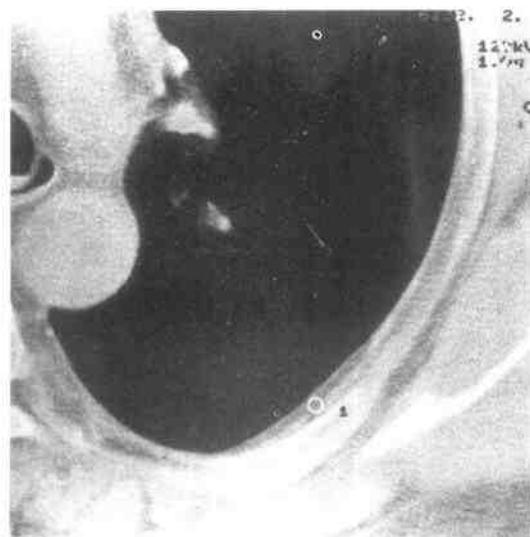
图 13-37 同例之 CT 扫描，证实胸片所见为胸膜下脂肪，CT 值 -90.1HU
